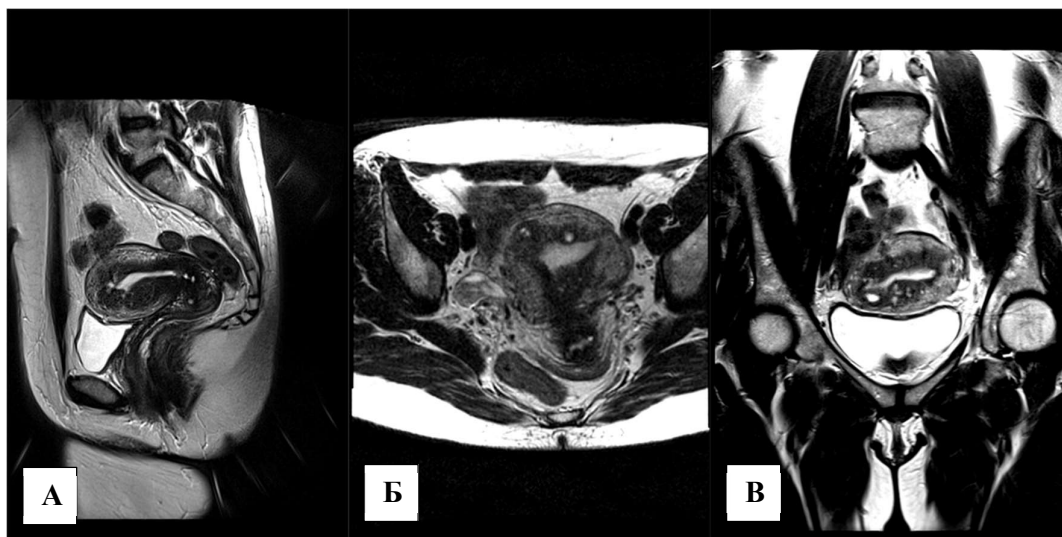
МР-томограммы, T2 ВИ. Диффузная форма аденомиоза. А) сагиттальная плоскость; Б) аксиальная плоскость; В) корональная плоскость.
